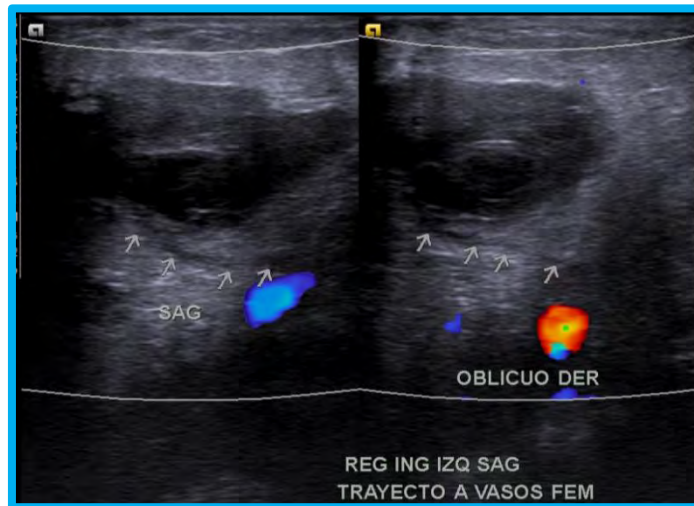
Paciente femenina de 70 años con antecedente previo de cateterismo. Ultrasonido en corte sagital donde se observa imagen hipocogénica en relación a hematoma mayor a 5 cm con trayecto fistuloso en su porción inferior
